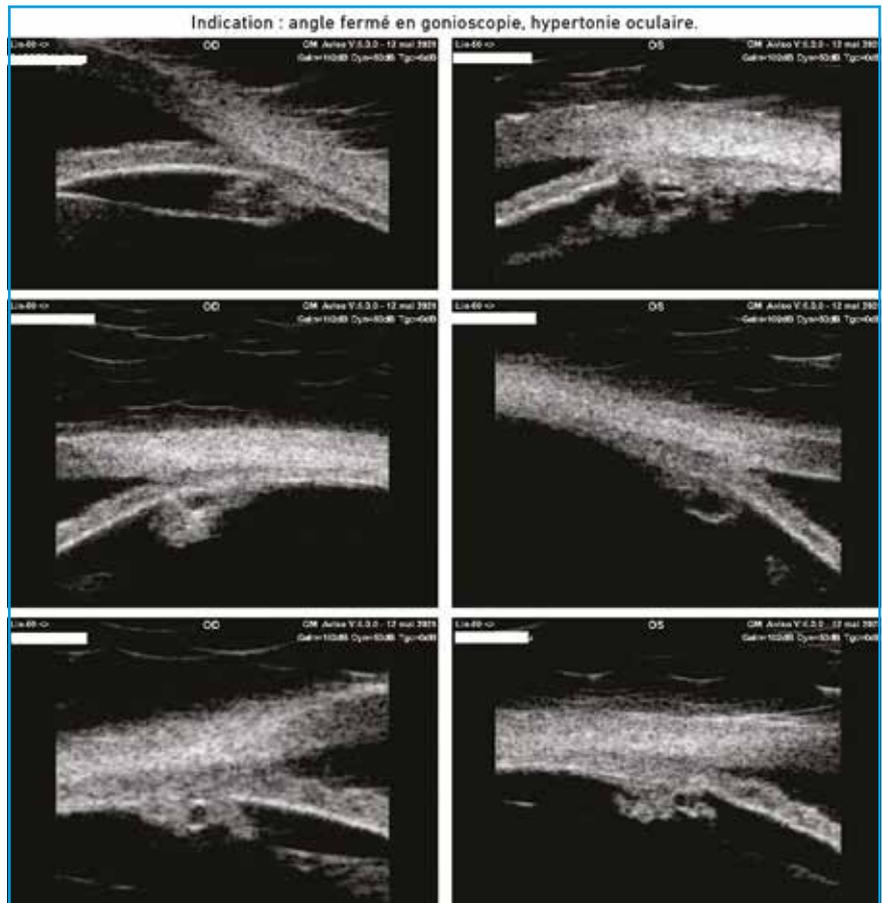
Clichés UBM montrant des kystes iridociliaires (échographe Aviso).
